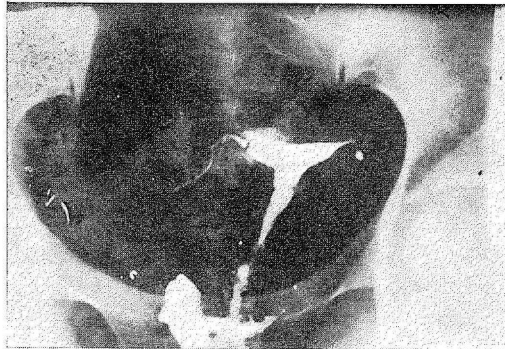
III Radiografía. Se inicia la inyección de linfáticos en fondo uterino.
